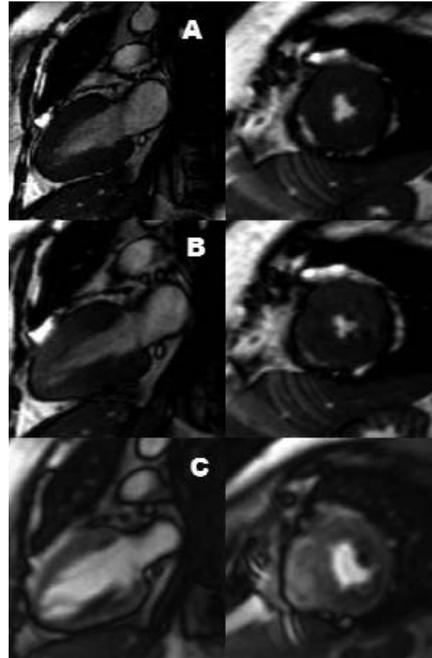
Imágenes de un estudio de cardiorresonancia de estrés con dobutamina.
